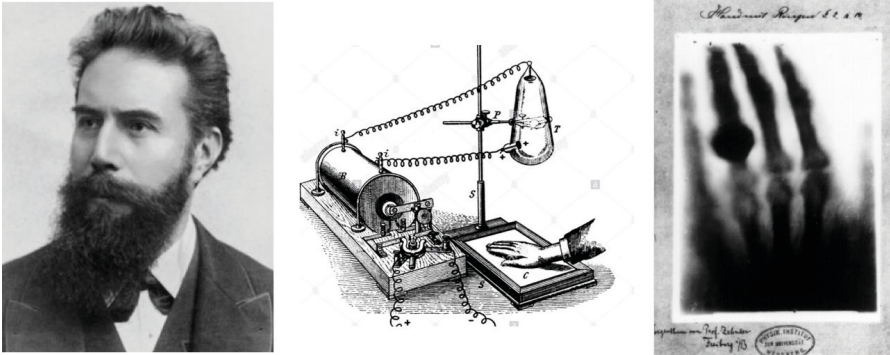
Wilhelm Conrad Röntgen.
